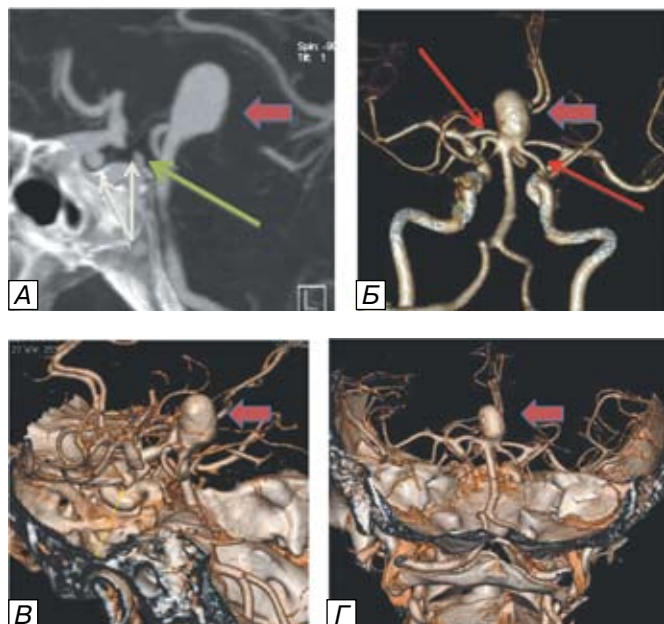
КТ-ангиограммы пациентки Л., 68 лет. Множественные аневризмы коммунантных отделов обеих ВСА (белые стрелки) и аневризма бифуркации БА (короткая красная стрелка). 2DMIP (А) демонстрирует расположение аневризмы БА относительно спинки турецкого седла (зеленая стрелка). На 3D-реконструкции с субтракцией костных структур (Б) видно, что обе ЗМА и одна из верхних мозжечковых артерий отходят от пришеечной части аневризмы (тонкие красные стрелки). 3D-реконструкции с костными структурами (В,Г) показывают положение аневризмы БА относительно большого затылочного отверстия.
